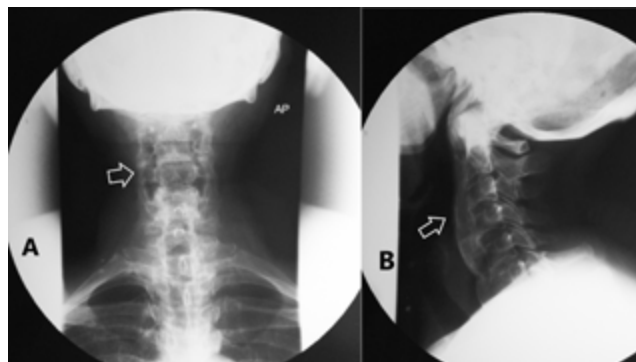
Radiografía de columna cervical. (A) proyección anteroposterior (B) proyección lateral. Ambas muestran área radiopaca donde se localiza la afectación del ligamento longitudinal anterior a nivel de C2-T1 (flechas), con espacios intervertebrales conservados.
